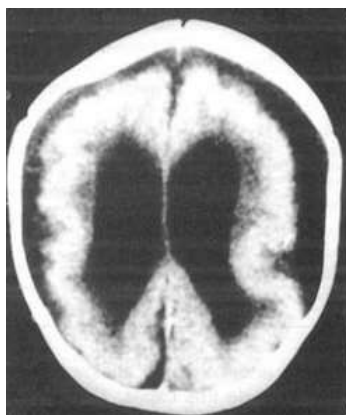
Tomografía Computarizada, vista axial. Se observa la ausencia de la mayoría de los giros cerebrales (Lisencefalia), simplemente se observan las cisuras primarias, las centrales e interhemisféricas, y algunos surcos primarios. Además, dilatación en los ventrículos laterales. Adaptado de Vélez-Domínguez, 2007.
